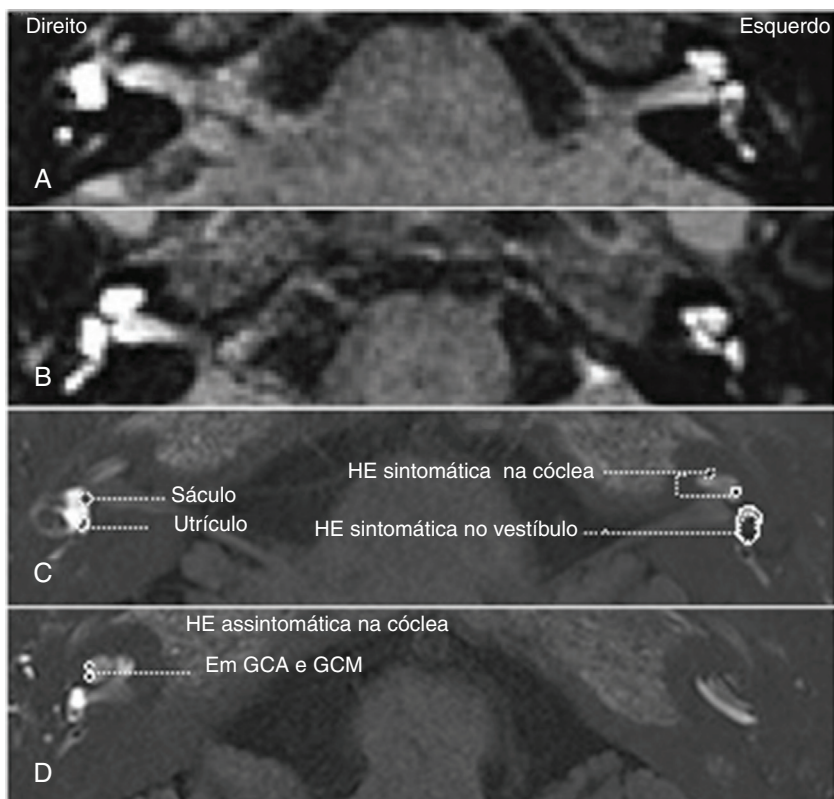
Hidropsia endolinfática (HE) bilateral foi detectada em um paciente diagnosticado com doença de Ménière (DM) unilateral esquerda. Imagem de recuperação de inversão atenuada por fluidos em RM tridimensional (3-D FLAIR) (A, B) e imagem por inversão real (3-D IR real) (C, D). A ressonância magnética (RM) foi realizada 24 horas após uma injeção intratimpânica bilateral de gadolínio (Gd). A RM 3D-FLAIR mostrou espaço perilinfático bilateral permeado por Gd (A, B). A HE estava presente nas cócleas bilaterais (C, D) e no vestibulo esquerdo (A, C, D), mas ausente no vestibulo direito (B, D). O grau de HE sintomática na cóclea esquerda (lado afetado) foi maior do que a HE assintomática na cóclea direita (lado não afetado) (C). EH significativa foi observada no vestibulo esquerdo, no qual a delimitação entre o sáculo e o utrículo não era detectável (C, D). O sáculo e o utrículo puderam ser detectados no vestibulo direito, no qual não havia HE presente (D).
